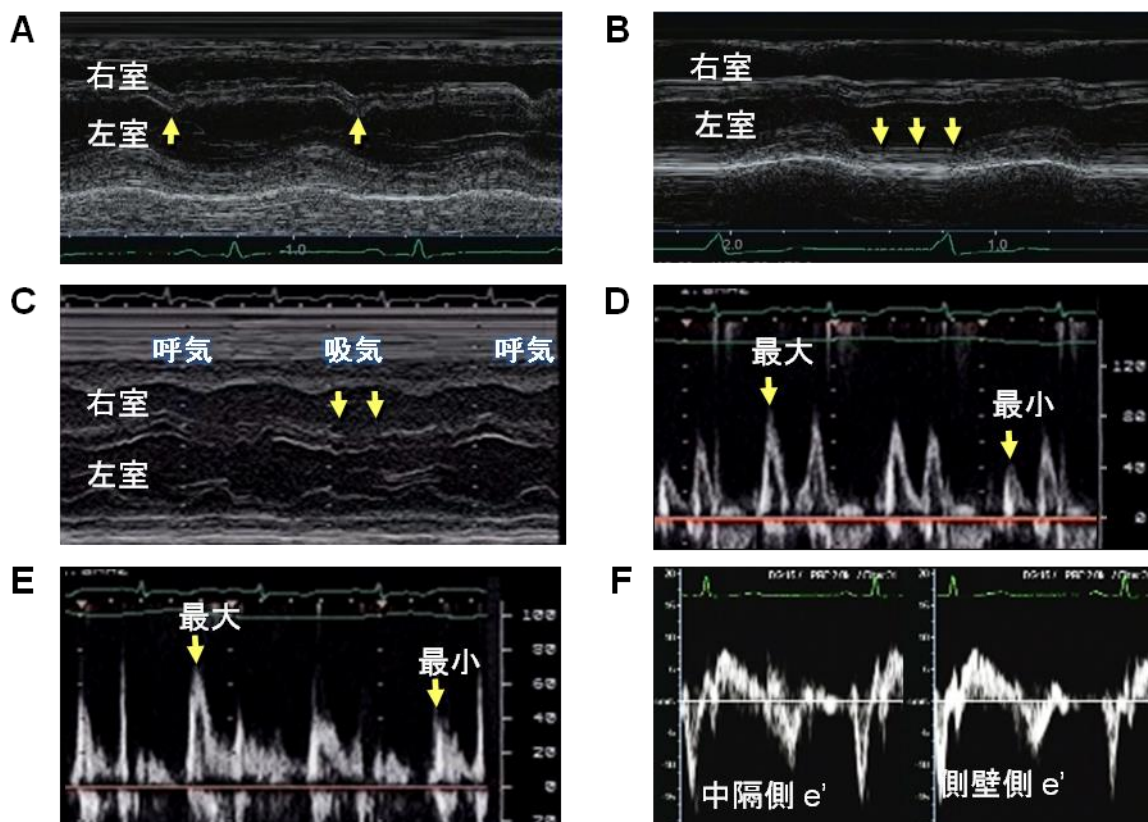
収縮性心膜炎の診断クライテリアに用いた心エコー所見
